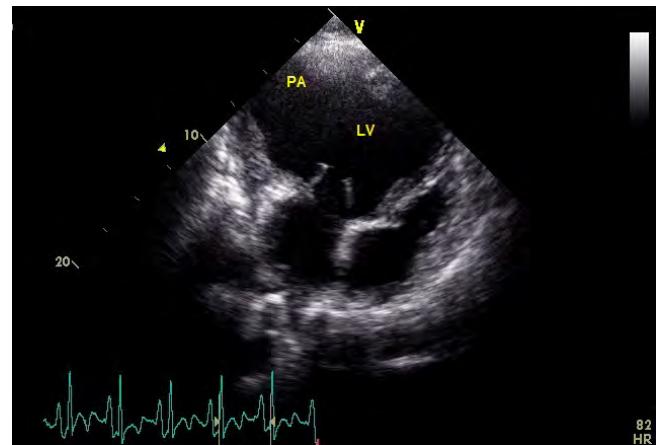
Apical 4-chamber view on transthoracic echocardiogram reveals a giant pseudoaneurysm (PA) in the left ventricular (LV) cavity extending from lateral wall to apex.
